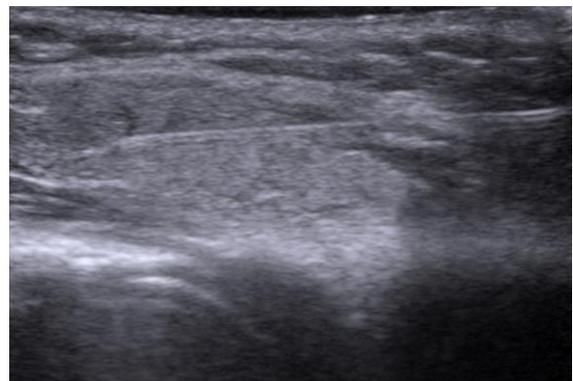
Injection intra parotidienne de toxine botulique sous guidage échographique. Le parenchyme est injecté en évitant les structures vasculaires
